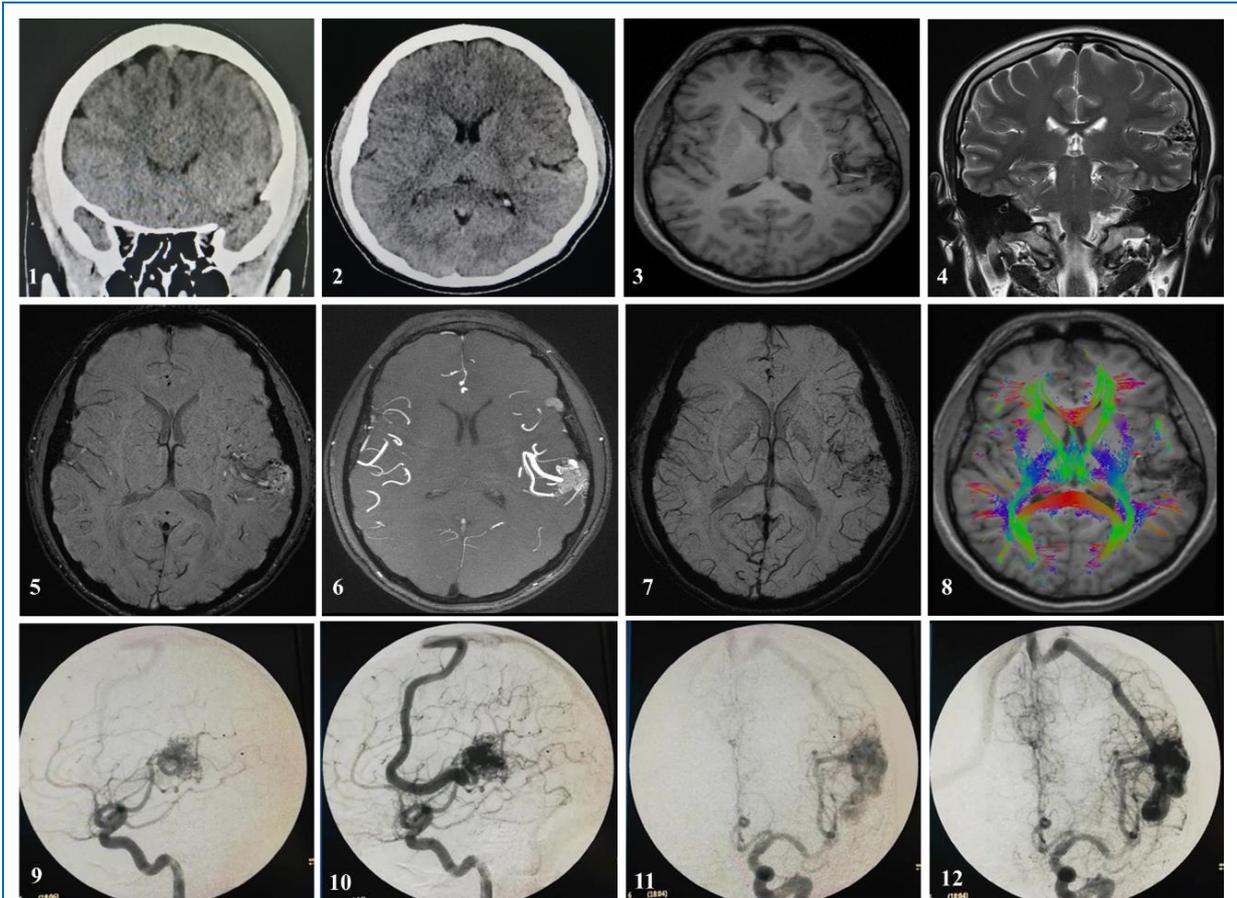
CASO 2: (1 y 2) TEM cerebral en vista coronal y axial que muestra imagen hiperdensa en relación con nido de la MAV y vena de drenaje temporal izquierda con dirección superior. (3) RMN T1 sin contraste en corte axial evidenciándose MAV temporal izquierda. (4) RMN T2 en vista coronal que evidencia MAV temporal de la superficie lateral y Valle Silviano izquierdo. (5, 6 y 7) RMN y AngioRMN en vista axial donde se aprecia MAV temporal izquierda con aferentes arteriales de ramas de M3-M4 izquierdas. (8) RMN cerebral con tractografía en donde se evidencia haz corticoespinal, vía visual y parte del fascículo arcuato bilateral evidenciando contacto de MAV con parte posterior de fascículo arcuato izquierdo. (9 y 11) Angiografía en fase arterial temprana en incidencia lateral y AP en donde se evidencia MAV temporal izquierda con aferentes de M4 izquierda. (10 y 12) Angiografía en fase arterial tardía en incidencia lateral en donde se evidencia MAV temporal izquierda con vena de drenaje fistulosa a seno longitudinal superior.
